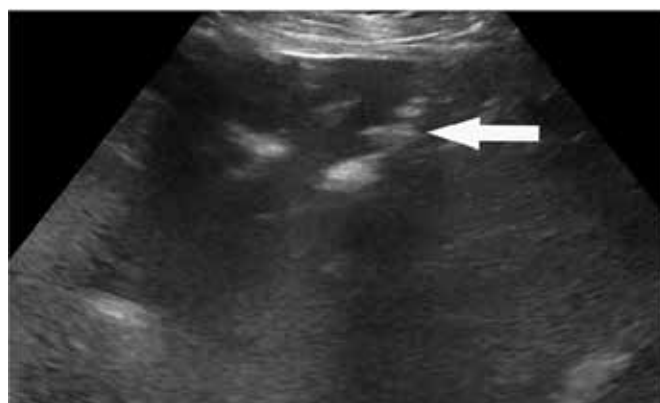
Ultrassonografia hepática mostrando ramificações ecogênicas em segmentos periféricos portais.⁴
